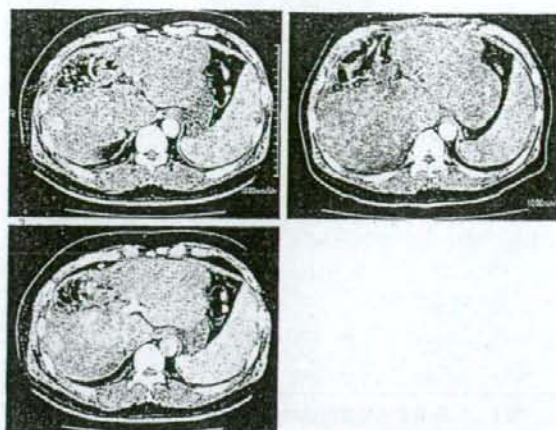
術後経過中における腹部CT検査 ((a) 術後8ヵ月CT検査, 動脈相, (b) 術後8ヵ月CT検査, 門脈相, (c) 術後1年目CT検査, 動脈相): 術後8ヵ月目の腹部CT検査で新たに肝S7にCCC成分の再発を疑うring enhanced lesionを認めた(a, b). また, 術後1年目の腹部CT検査では, 多発したring enhanced lesionsの他に, 新たにHCC成分の再発を疑うearly enhanced lesionを認めた(c).
